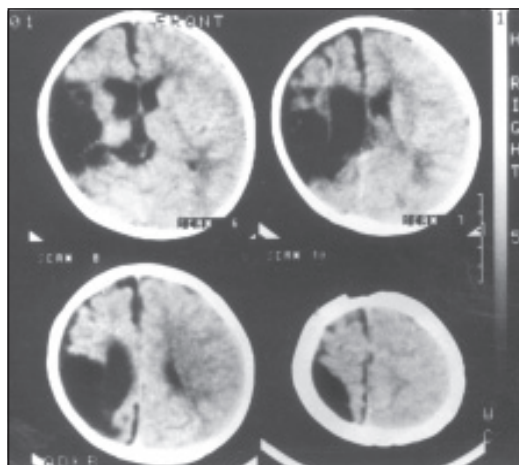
Компьютерная томограмма головного мозга. Врожденная арахноидальная киста слева. Фокальные клонические судороги
